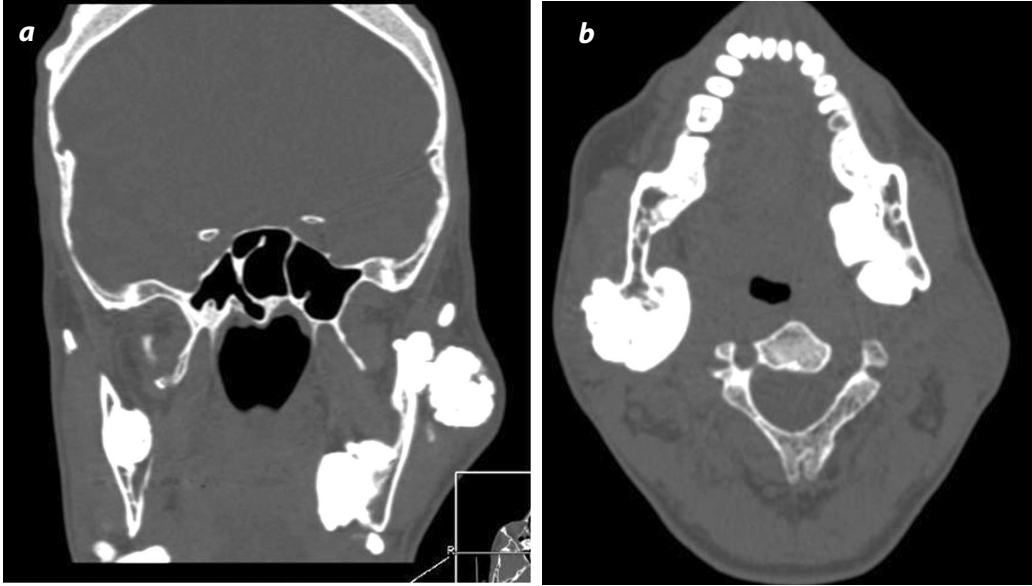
(a y b). Tomografía computarizada simple de cara: reconstrucción coronal e imagen axial. Lesiones hiperdensas, de bordes bien definidos en maxilar inferior de gran tamaño, también se logran visualizar algunas en tabla externa de cráneo, compatibles con osteomas.
